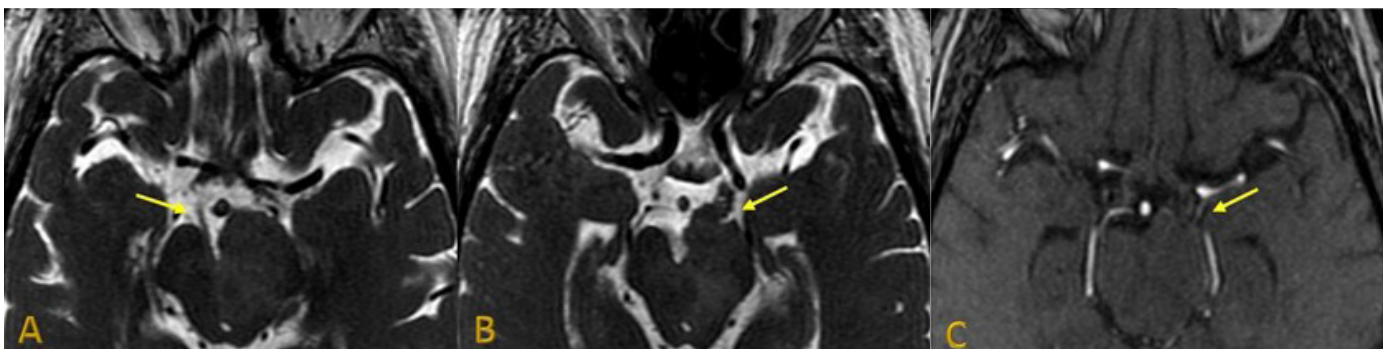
Ressonância magnética e angiorressonância arterial do crânio em cortes axiais. Em A e B, na sequência FIESTA, dedicada ao estudo do trajeto dos nervos cranianos, evidencia-se a diferença da espessura entre os terceiros nervos cranianos direito e esquerdo, os quais emergem da cisterna interpeduncular. À esquerda, há importante espessamento do oculomotor com tortuosidade do seu trajeto. Em C, com a sequência 3D TOF da angiorressonância cerebral, identifica-se a artéria comunicante posterior de forma bem clara, sem qualquer alteração na sua morfologia. A hipótese de aneurisma foi afastada.
